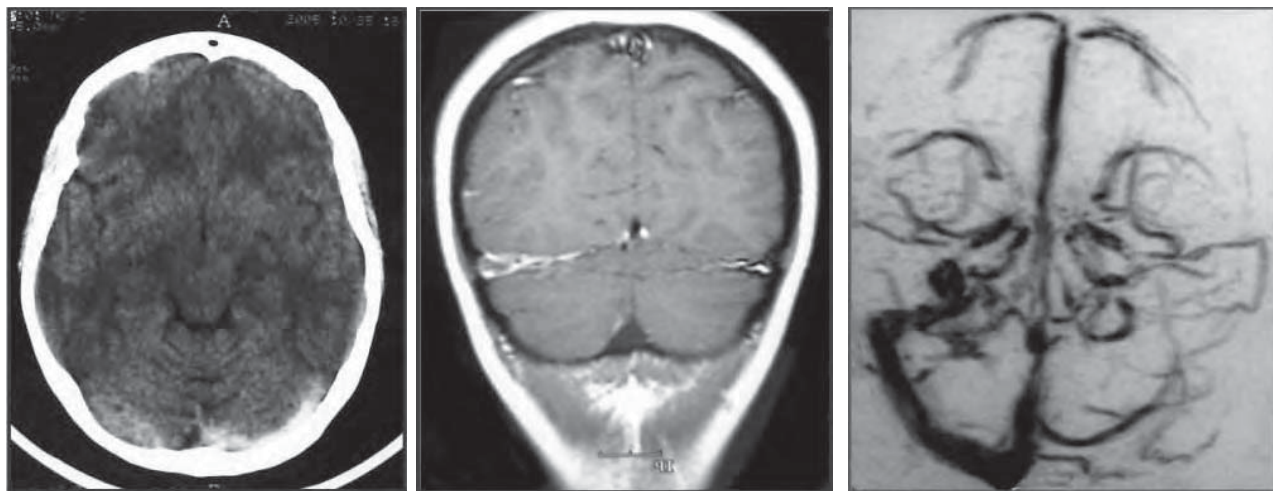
/31.- Trombosis venosa del seno transverso izquierdo. A la izquierda, TAC de cráneo en la que se observa el refuerzo posterior provocado por la trombosis venosa. En el centro, RMI donde se observa la tinción con gadolinio de la vena trombosada. A la izquierda, imagen de sustracción de la angioresonancia donde se observa la ausencia del retorno venoso en el seno transverso izquierdo.
